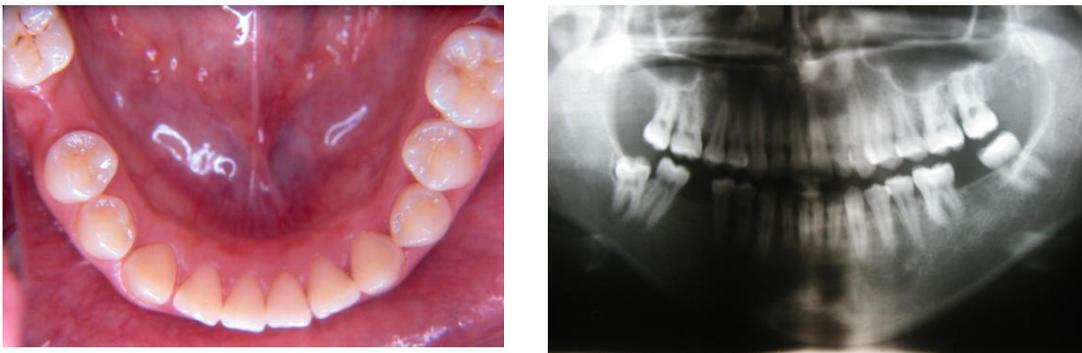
Imagen Clínica y radiografía panorámica de paciente que presenta espacios edéntulos en el segmento posteroinferior. Paciente atendido en Postgrado Ortodoncia UCV, por Dra. M. Mambié
